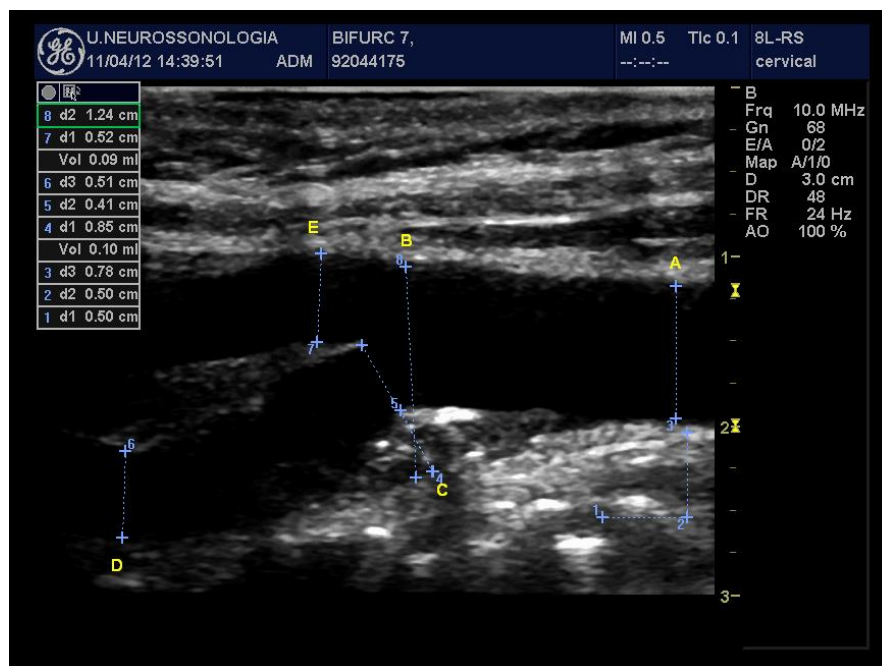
Imagem Doppler com as dimensões atribuídas à bifurcação 7
